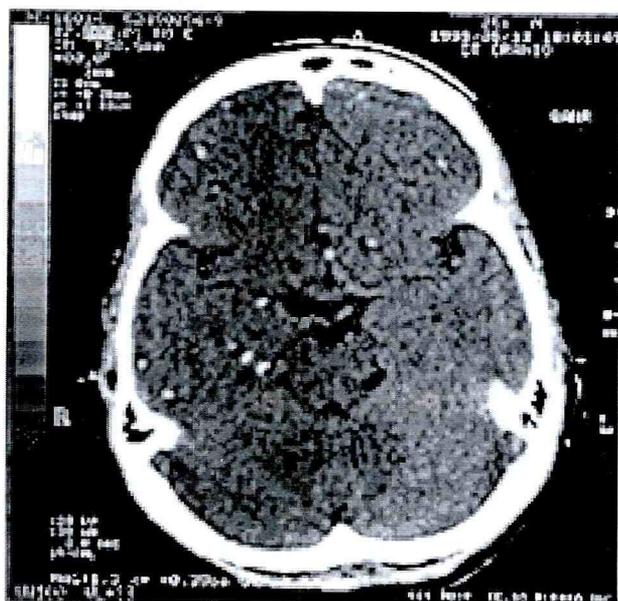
Tomografia computadorizada de crânio com calcificações em hemisférios cerebrais.
